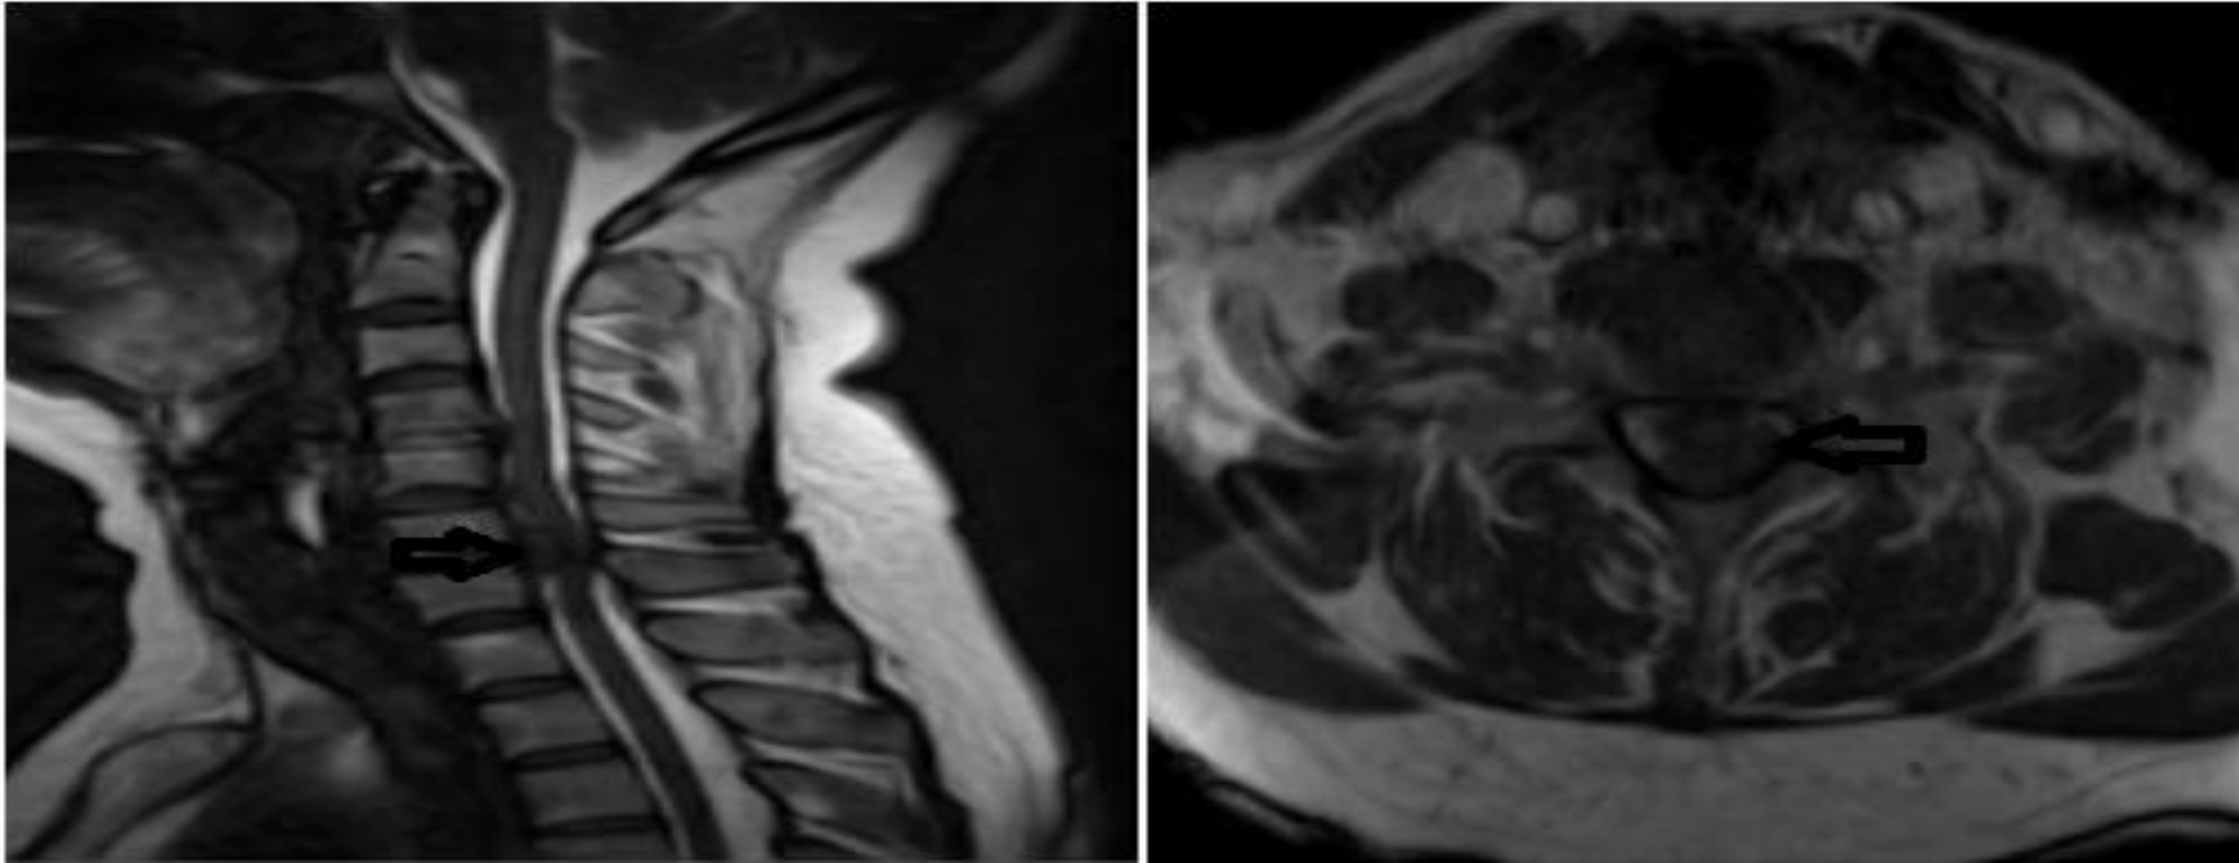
IRM donde se observa la localización de la hernia discal a nivel C6-C7 .
